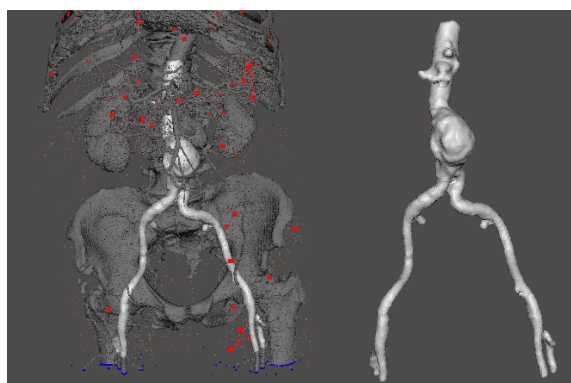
Angiotomografia de aorta abdominal através do *Software* Horos®, em corte axial e em 3D, respectivamente.
